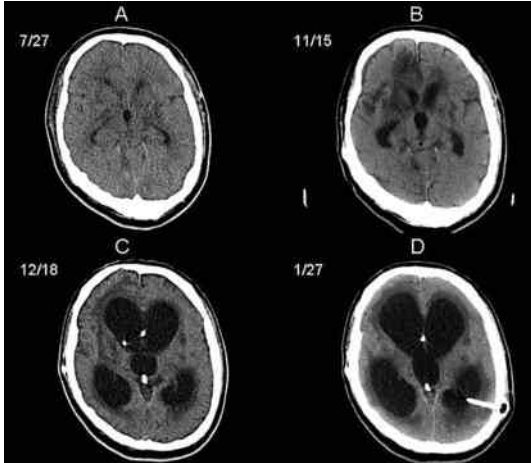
頭部CTの経過。A：7月27日。前頭葉，大脳基底核，視床に低吸収域が多発していた。B：11月15日。病変は融合して拡大し，より低吸収となった。C：12月18日。高度の水頭症を認めた。脳室内に入る左右のVPシャントが認められる。D：翌年1月27日。複数回のドレナージ処置を行ったが水頭症はさらに悪化した。
